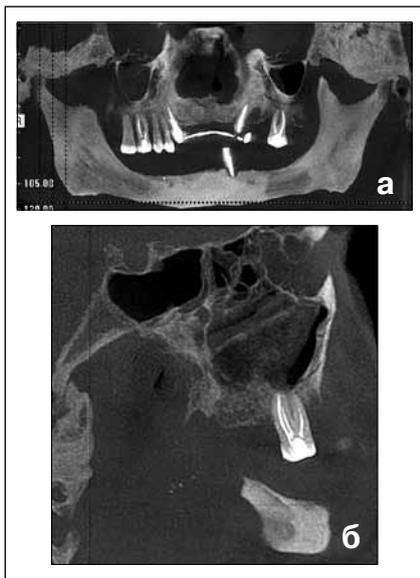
Дентальные объемные томограммы:
